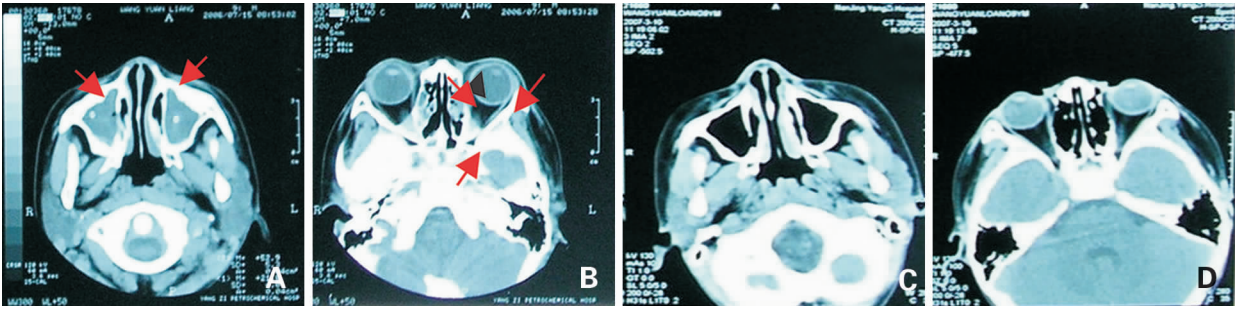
治疗前、后鼻窦CT图。(患儿,男,9岁) A,B治疗前鼻窦CT示“上颌窦炎,筛窦炎,蝶窦炎”,如图中箭头所示部位;C,D治疗后鼻窦CT示鼻窦炎改变消失。
